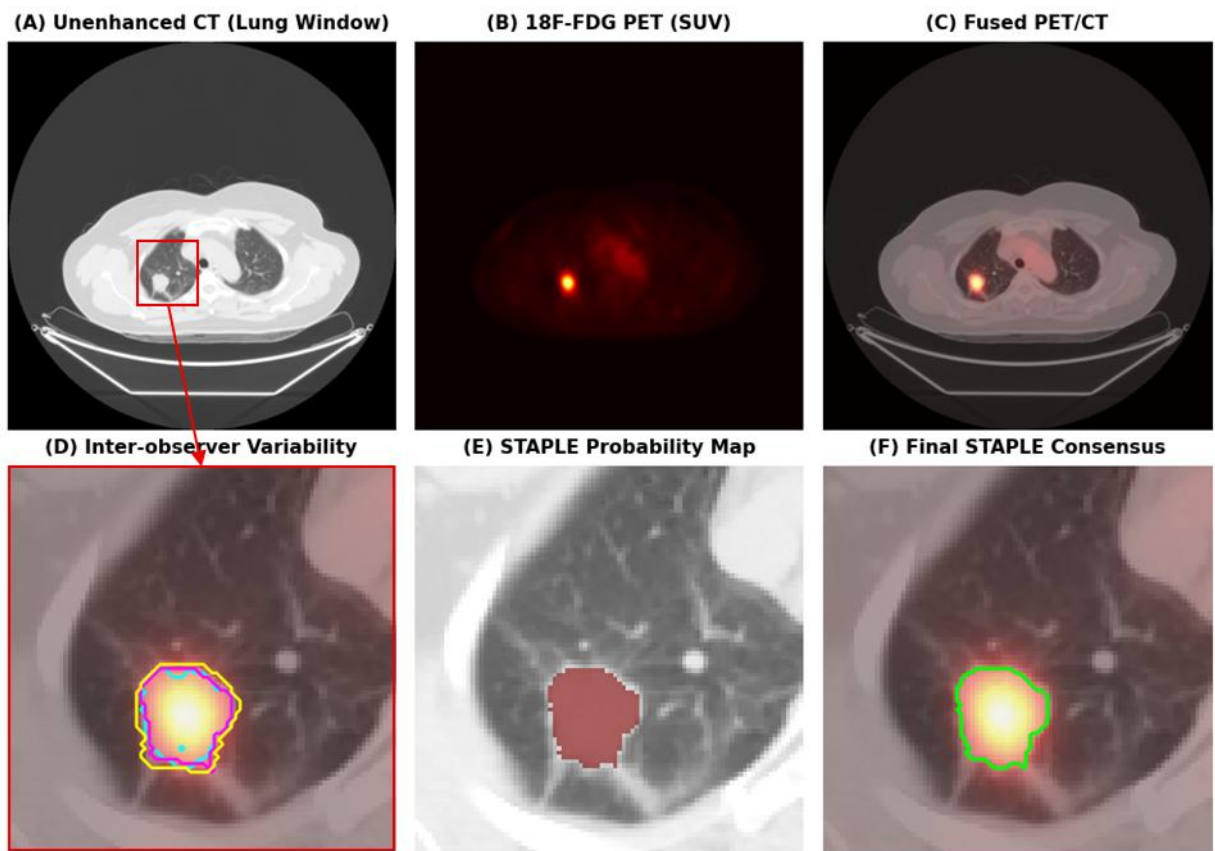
Hình ảnh PET và CT được tái lấy mẫu (resampling) về kích thước voxel đẳng hướng $2.0 \times 2.0 \times 2.0 \text{ mm}^3$; trong đó, phép nội suy spline bậc ba (cubic spline interpolation) được áp dụng cho dữ liệu cường độ pixel, còn phép nội suy láng giềng gần nhất (nearest-neighbor interpolation) được dùng cho các nhãn mặt nạ (mask labels) nhằm bảo toàn tính nguyên vẹn của ranh giới khối u.
